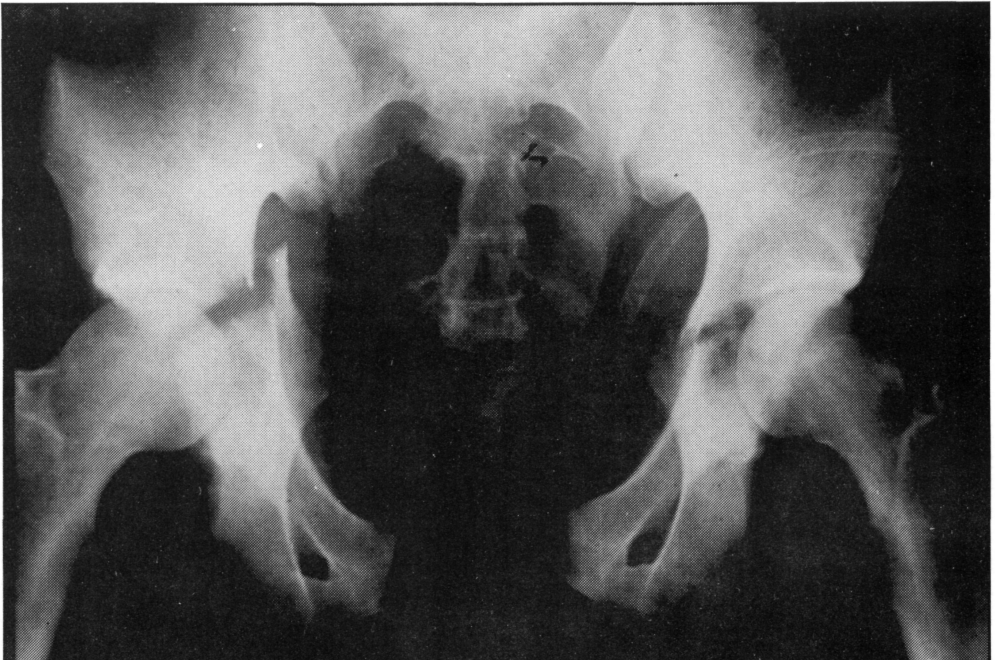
Caso nº 2: radiografía anteroposterior de pelvis, en la que se evidencia una importante disyunción pubiana asociada a fractura acetabular bilateral.
